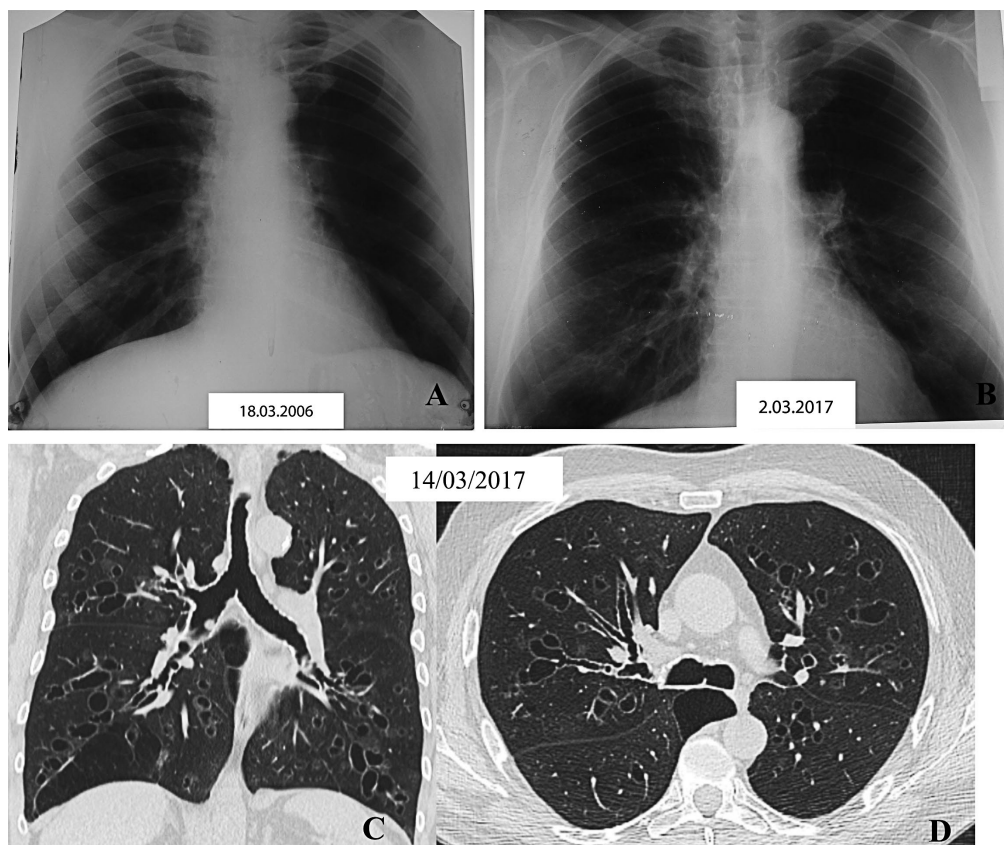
Examenul imagistic al unui pacient de 58 ani, diagnosticat cu ABPA (2017) peste 11 ani de la debutul manifestărilor de astm bronșic (2006), IgE totale – 910 UI/ml, IgE anti *Aspergillus* – 0,62 (N - 0,034). Radiografia în incidență posteroanterioară efectuată în 2017 (B) pune în evidență semnul „șinelor de tramvai”, opacități inelare în cămurile pulmonare medii și inferioare bilateral, precum și semne ale sindromului de hiperinflație pulmonară, care nu erau pe radiografia din anul 2006 (A). Examenul imagistic prin HRCT toracică (C, D) confirmă prezența bronșiectaziilor centrale cu diferit aspect morfologic (tubulare, varicoase, chistice) și a semnelor de emfizem pulmonar.
